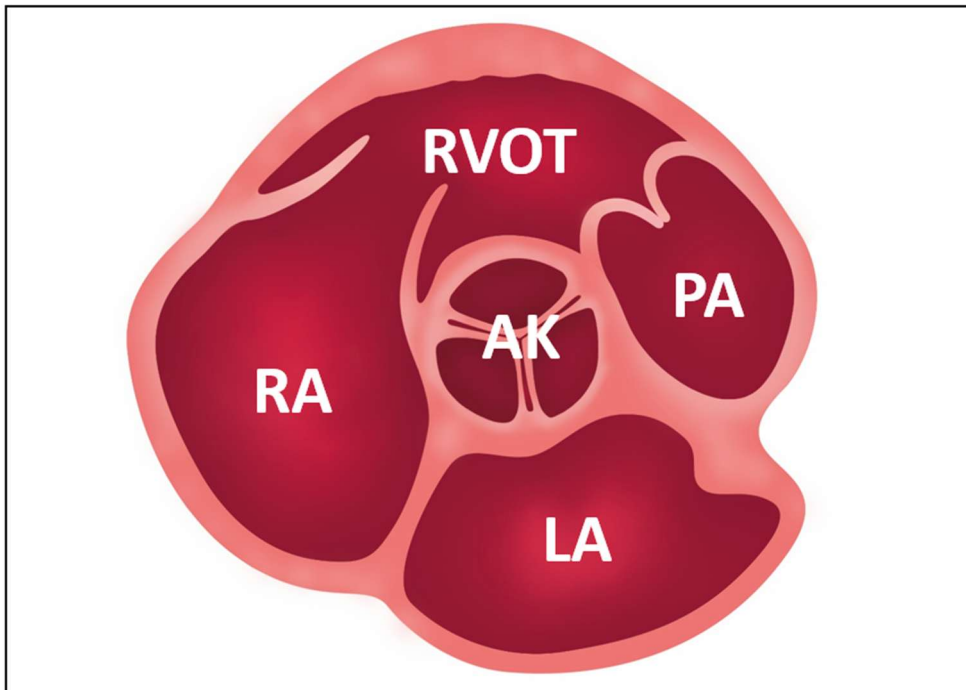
Parasternale kurze Achse auf Höhe der Aortenklappe (AK). RVOT: rechtsventrikulärer Ausflusstrakt; PA: Pulmonalarterie; LA: Linker Vorhof; RA: Rechter Vorhof.
